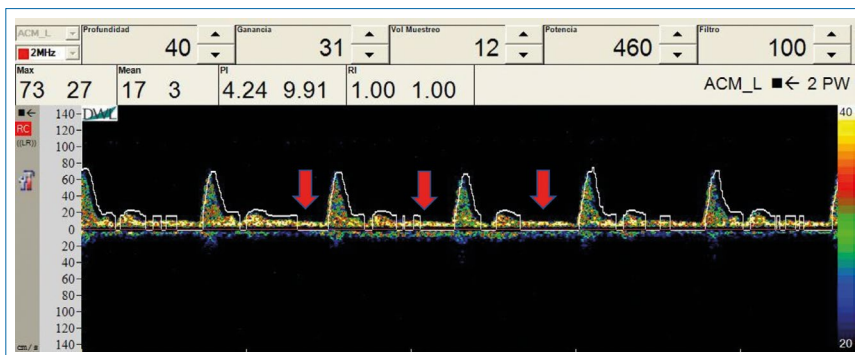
Patrón de Doppler transcraneal transicional. Insonorización de arteria cerebral media izquierda. Flechas: muestran flujo discontinuo con separación marcada entre final de la diástole y la siguiente sístole. No confirmatorio de Muerte Encefálica.
